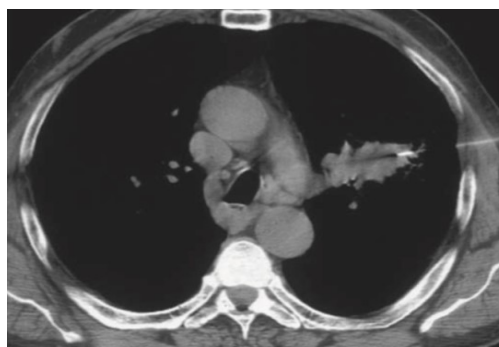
Une masse observée lors d'une tomodensitométrie (TDM) est associée à un nœud paratrachéal droit. Une médiastinopathie serait nécessaire pour confirmer que le nœud a été agrandi après une atteinte métastatique (Ian Hunt ;2009).
